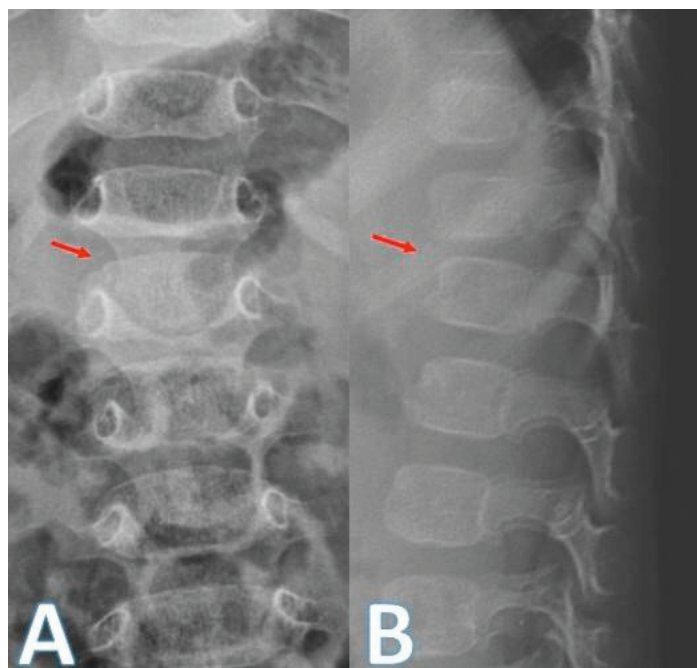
A y B- Radiografías antero-posterior y lateral de columna dorso- lumbar. Disminución de altura del disco intervertebral T12-L1 (flecha)
